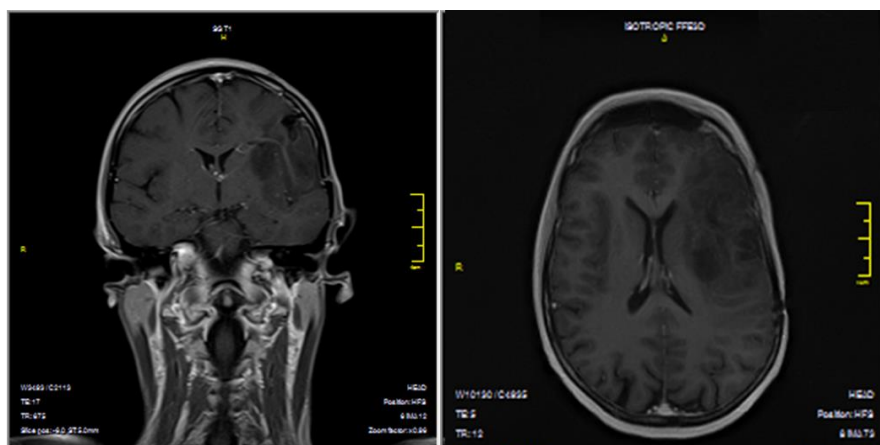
МРТ-изображение головного мозга больного с глубинной глиомой левого полушария, полученное до проведения биопсии
